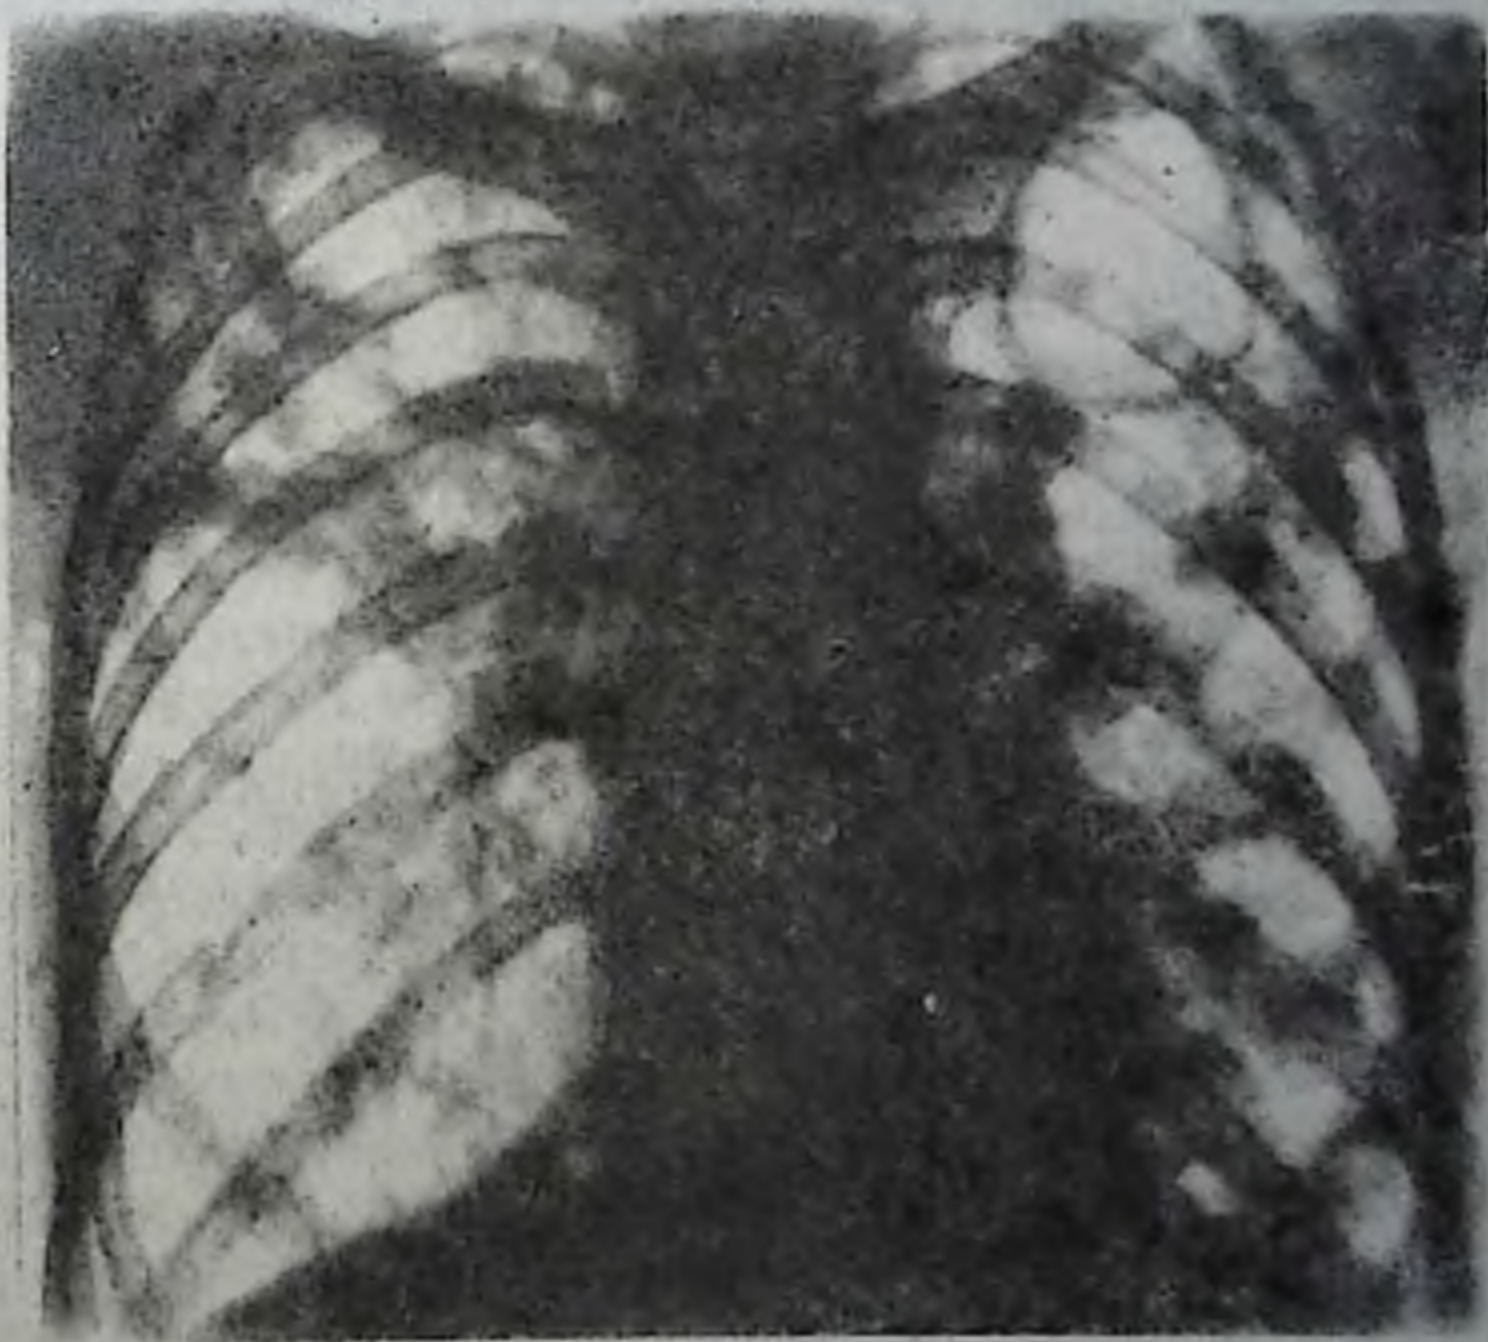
Рентгенограмма грудной клетки в прямой проекции. Слева в первом межреберье полость с равномерно толстыми стенками (каверна), овальной формы, до 5 см в диаметре. В остальных отделах обоих легких — очаговая диссеминация и инфильтраты. Ведущий синдром — очаговая диссеминация и полость (каверна).
